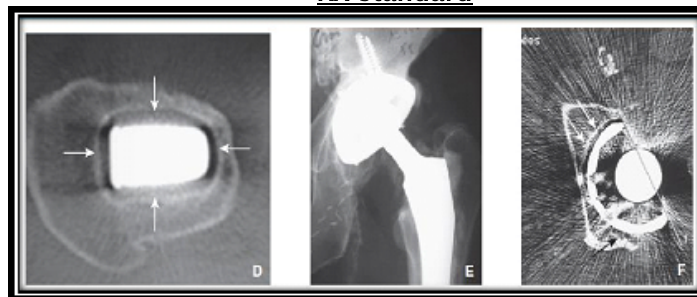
Suivi radiographique d'une prothèse non cimentée : descellement :
